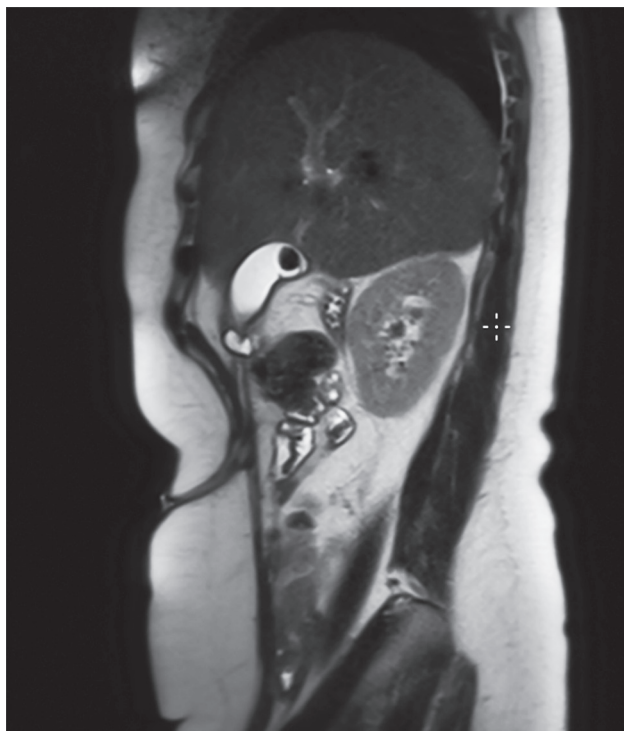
Пациентка П. МРТ брюшной полости, T2 в сагитальной проекции. Конкремент в желчном пузыре. Свищевой ход передней брюшной стенки, распространяющийся в область дна желчного пузыря
